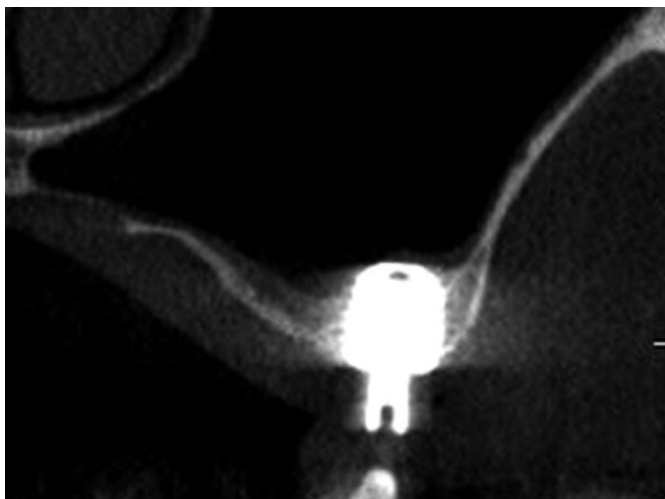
二次手術終了時のCT所見。インプラントと血餅による洞底粘膜のテント化によって上顎洞粘膜の骨形成能が最大限に発揮され、術後10週で既にインプラント周囲は骨化が起きている。
